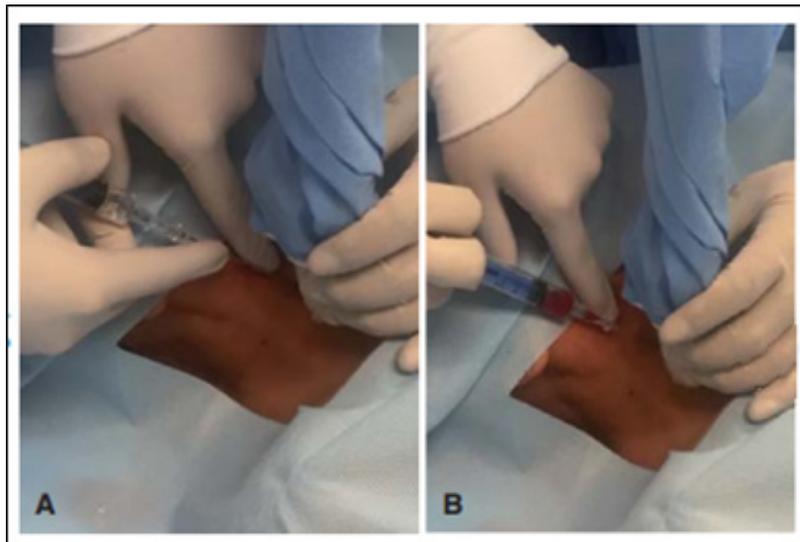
Punción guiada con ultrasonido con dos operadores. A. Punción en foco de la vena yugular interna derecha. B. Obtención de retorno al acceder a luz de vena yugular interna
